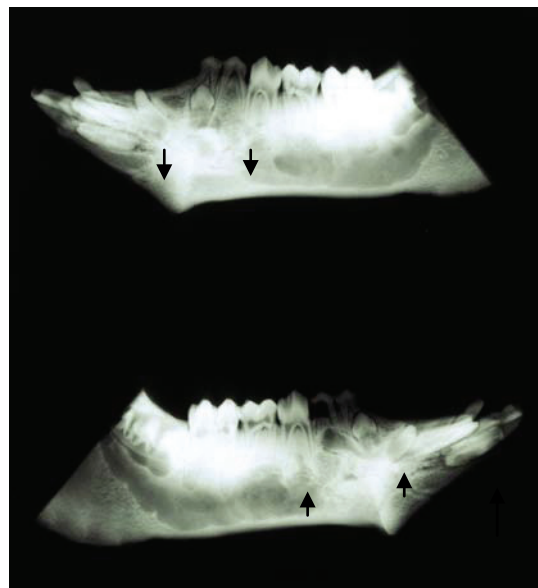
Röntgenaufnahme 8 Monaten nach Bio-Oss®-Implantation (T 1) UK geteilt, seitlicher Strahlengang)
